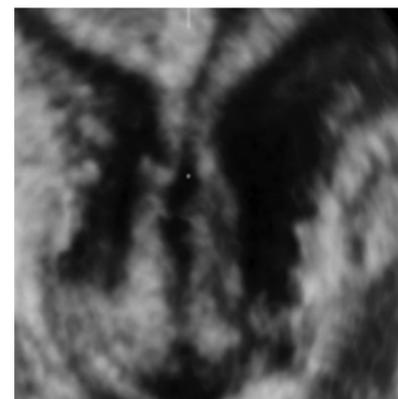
Измерение инвагинации НКМ при двурогой матке (A) и неполной внутриматочной перегородке (B) 3D УЗИ
